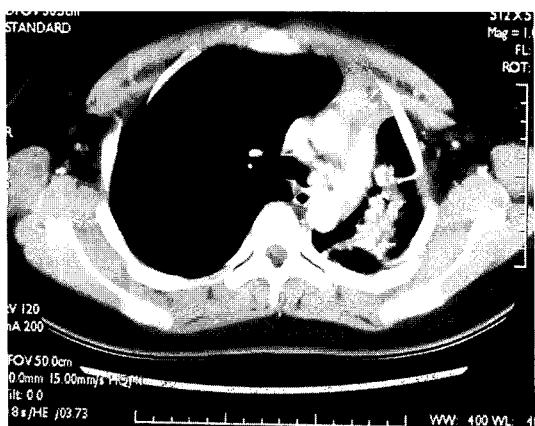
A chest CT scan showing a 1.5 cm sized well enhancing round lesion in the left main bronchus.
